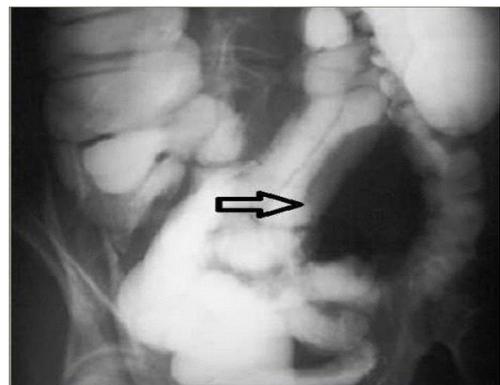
КТ и ирригография у больной при Ib стадии дивертикулита по Хинчи
